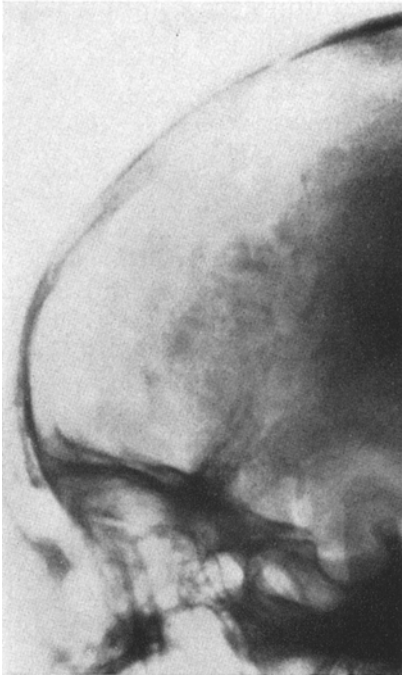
Ausschnitt aus der seitlichen Übersichtsaufnahme mit röntgensichtbaren wolkigen Verkalkungen einzelner Trematoden-Granulome
